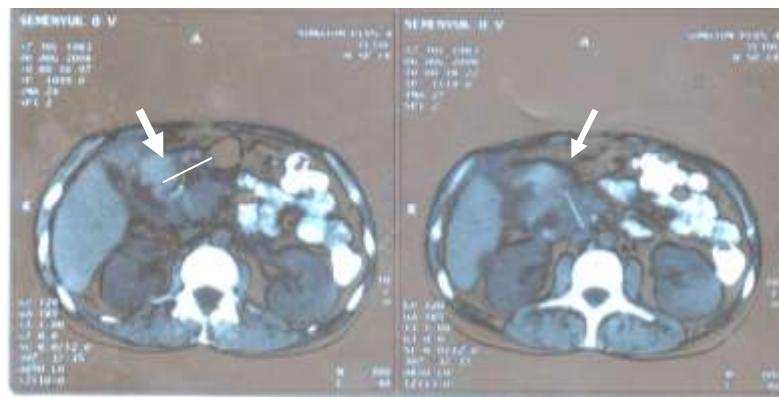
Комп'ютерна томограма. Гостра післянекротична кіста головки ПЗ (вказано стрілками).
